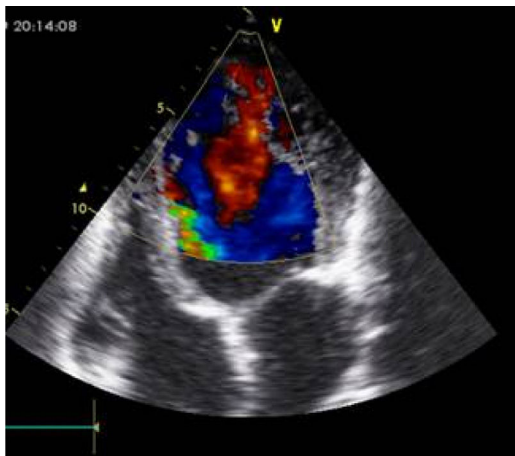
Vista de 4 cámaras con doppler color por ecocardiografía 2D. Paciente con miocardiopatía no compactada del ventrículo izquierdo. Se observan trabeculaciones y recesos con flujo en comunicación directa con la cavidad ventricular.
